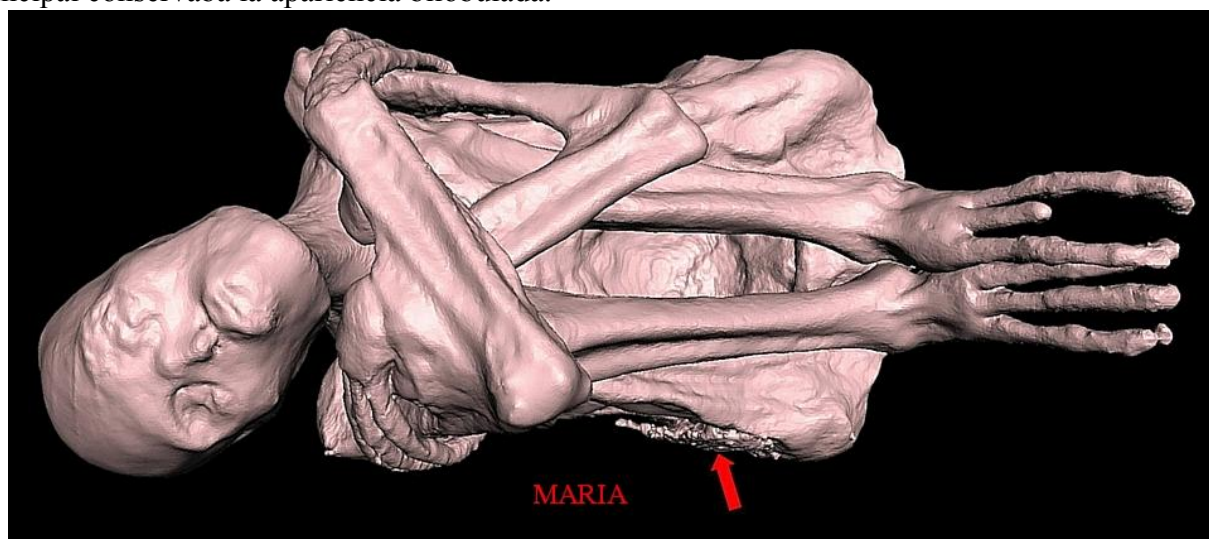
Reconstrucción 3D por tomografía computarizada (TC) que muestra a ‘Maria’ en posición decúbito lateral derecho. Se observó material extraño (flecha roja) en el lado derecho de la cadera.
